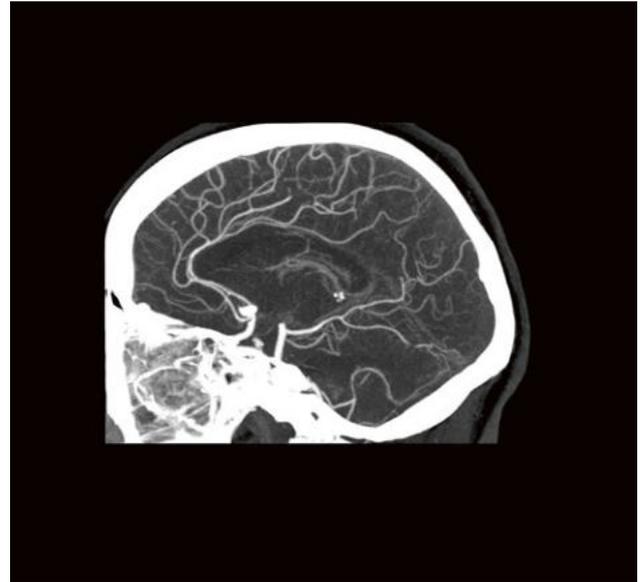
MIP-Rekonstruktion einer intrakraniellen UHR-CTA in sagittaler Schnittführung, die sich ein sackförmiges Aneurysma der A. communicans anterior (Acom) zeigt. Die UHR-CTA zeigt das Aneurysma mit einer sehr guten Bildschärfe. Aneurysmakonfiguration und Aneurysmahals sind hierbei sehr gut beurteilbar.
